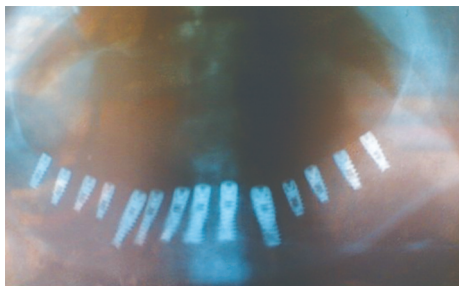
Панорамный рентгеновский снимок пациента А. после установки имплантатов.
